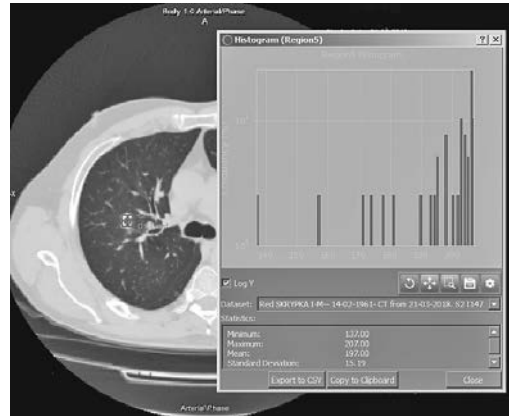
Гістограма хворого С. (КТ від 21.03.2018, за 4 роки до встановлення діагнозу раку легені)
